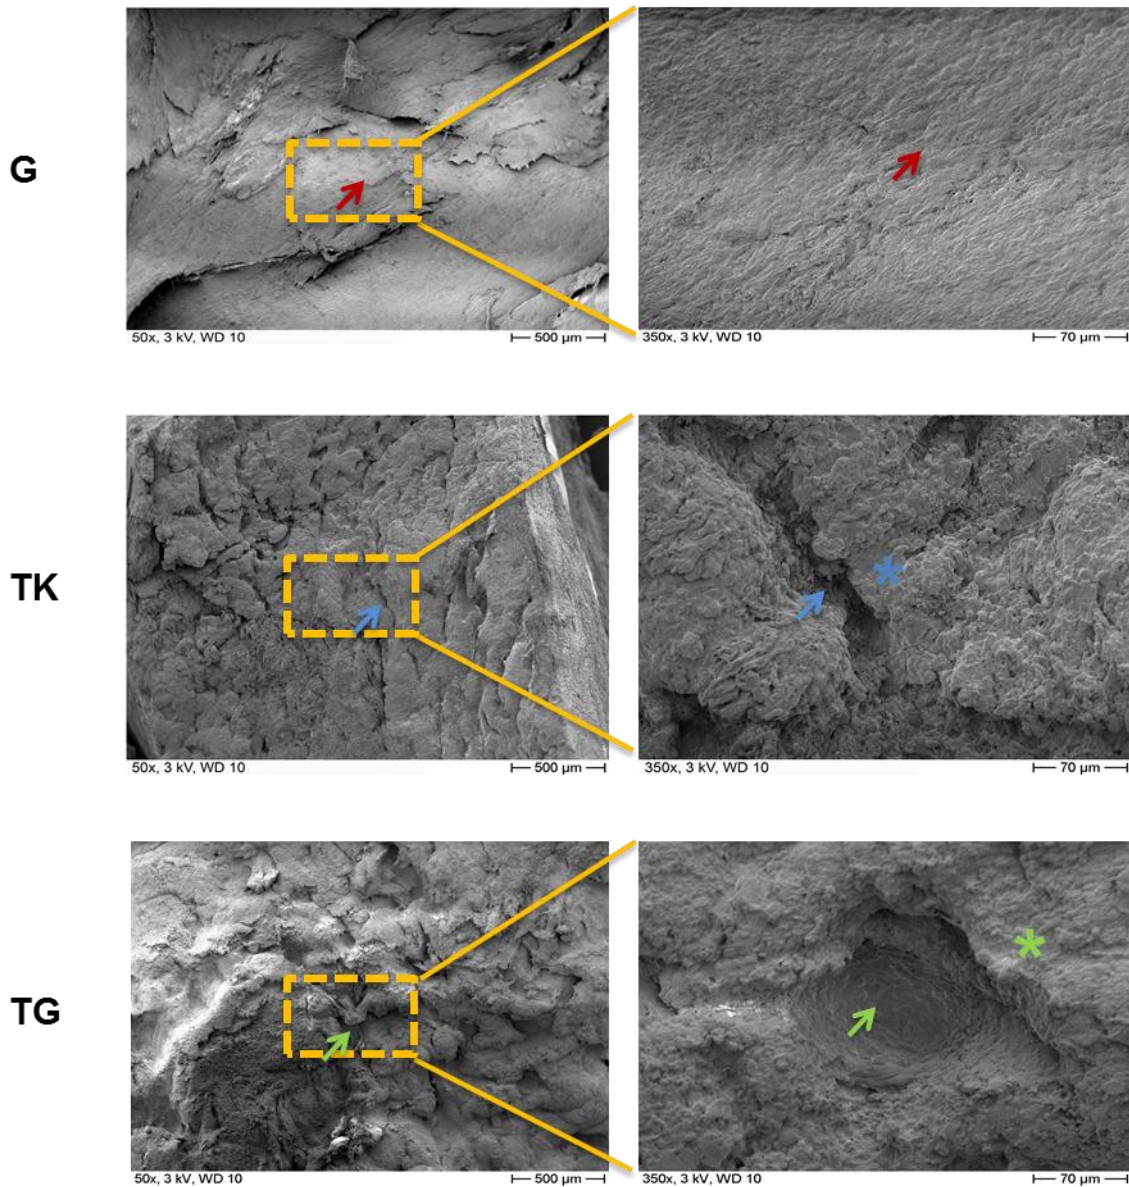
Rasterelektronenmikroskopische Aufnahmen der Implantat zugewandten Seiten der fibrösen Kapseln der 3 Implantatarten nach 10 Wochen. In den korrespondierenden bindegewebigen Kapseln ist bereits ein komplementärer Abdruck der Implantatoberfläche mit Höhen (TK: blauer Stern; TG: grüner Stern) und Tiefen (TK: blauer Pfeil; TG: grüner Pfeil) erkennbar. Dieser verdeutlicht das Einwachsen der Zellen in die Implantatporen. Im Vergleich zu den texturierten Oberflächen zeigt das Kapselgewebe der glatten Implantate eine überwiegend ebene Fläche ohne poröse Strukturzeichen (roter Pfeil). Linke Spalte: Vergrößerung 50x, Maßstab 500 µm; rechte Spalte: Vergrößerung 350x, Maßstab 70 µm. G: glatt; TK: texturiert kleinporig; TG: texturiert großporig.
